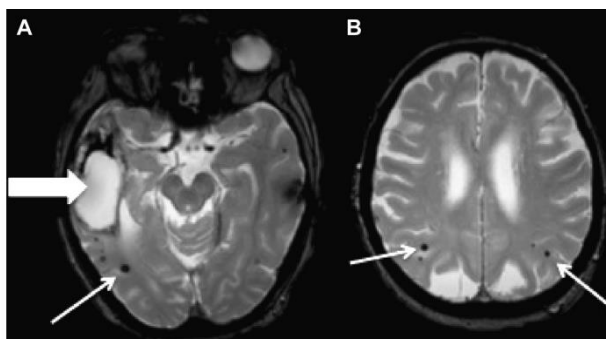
Cerebral amyloid angiopathy MRI findings. (A) Axial slice, T2\* gradient echo, showing a right lobar temporal hemorrhage (*thick arrow*) and lobar cerebral microbleeds (*thin arrow*). (B) Axial slice, T2\* gradient echo, showing right and left lobar cerebral microbleeds (*arrows*).
